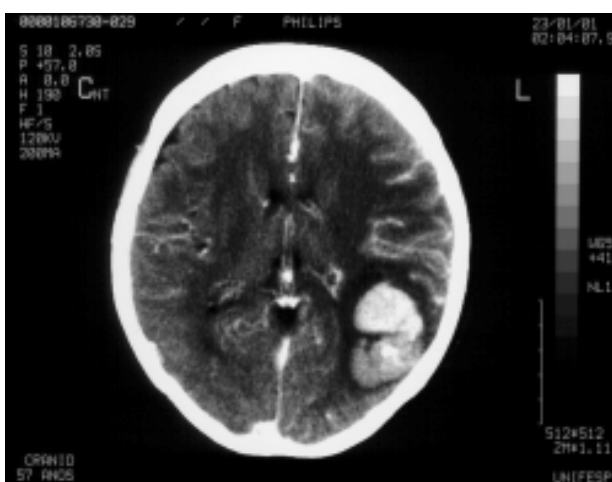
Tomografia computadorizada de crânio mostrando lesão espontaneamente hiperdensa em região parieto-occipital esquerda, sem realce significativo após injeção de contraste. Observa-se também presença de sangue nas cisternas da base, sugerindo extensão do sangramento ao espaço subaracnóideo.
